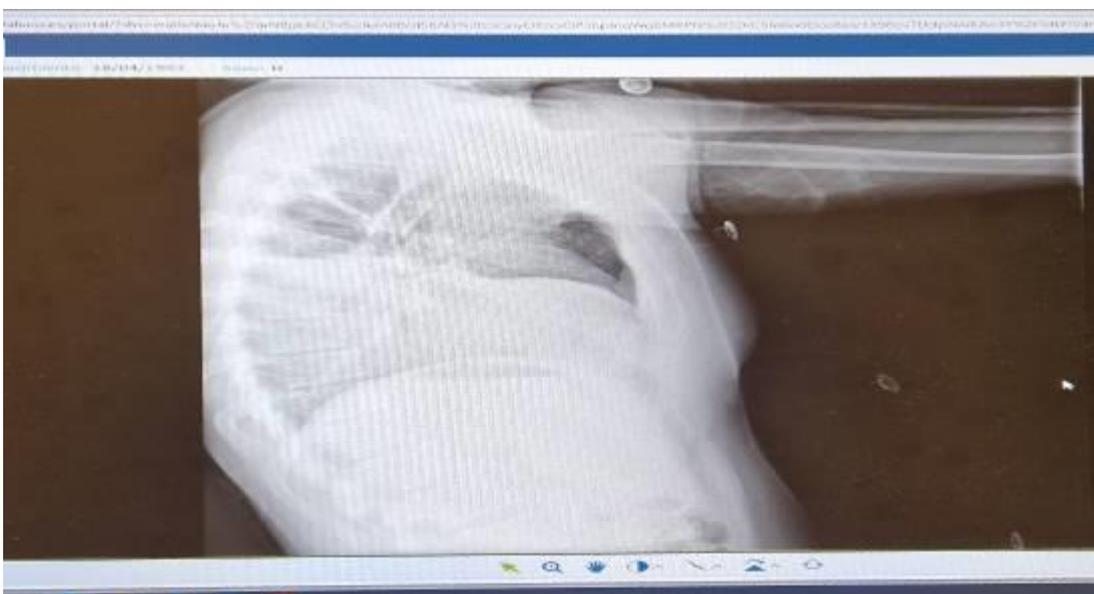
Radiografía lateral del tórax con derrame pleural.
